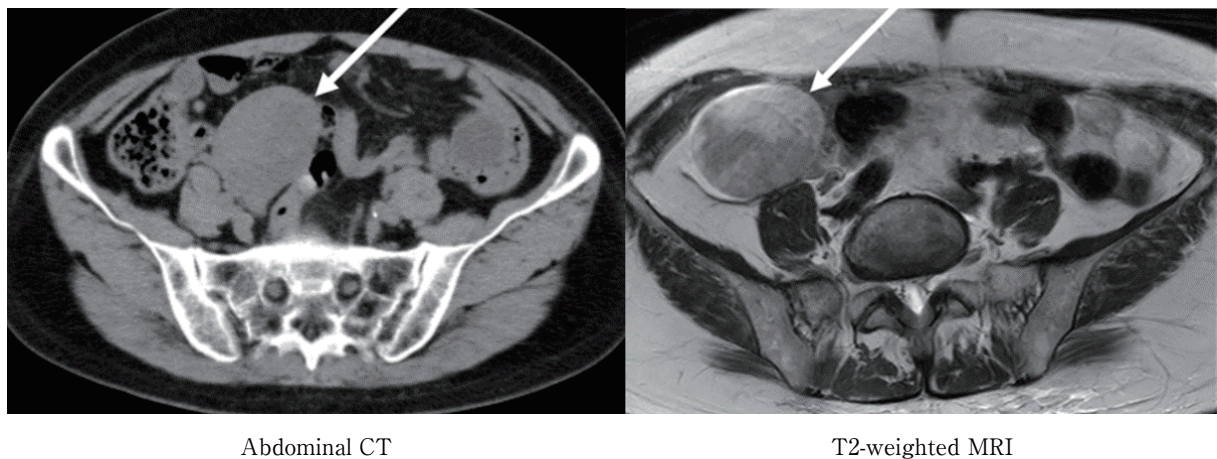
Abdominal CT and T2-weighted MRI demonstrate that the swelling of the right ovary, which was 6 cm in size.
